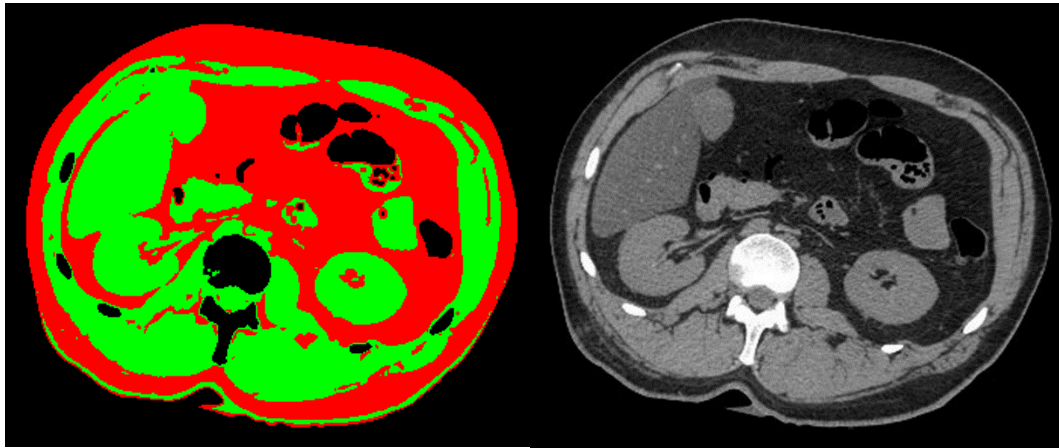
Beispiel eines Quasi-Segmentierungsergebnisses eines CT-Slice eines Leichenabdomens (links) und des dazugehörigen unverarbeiteten CT-Slices (rechts)
